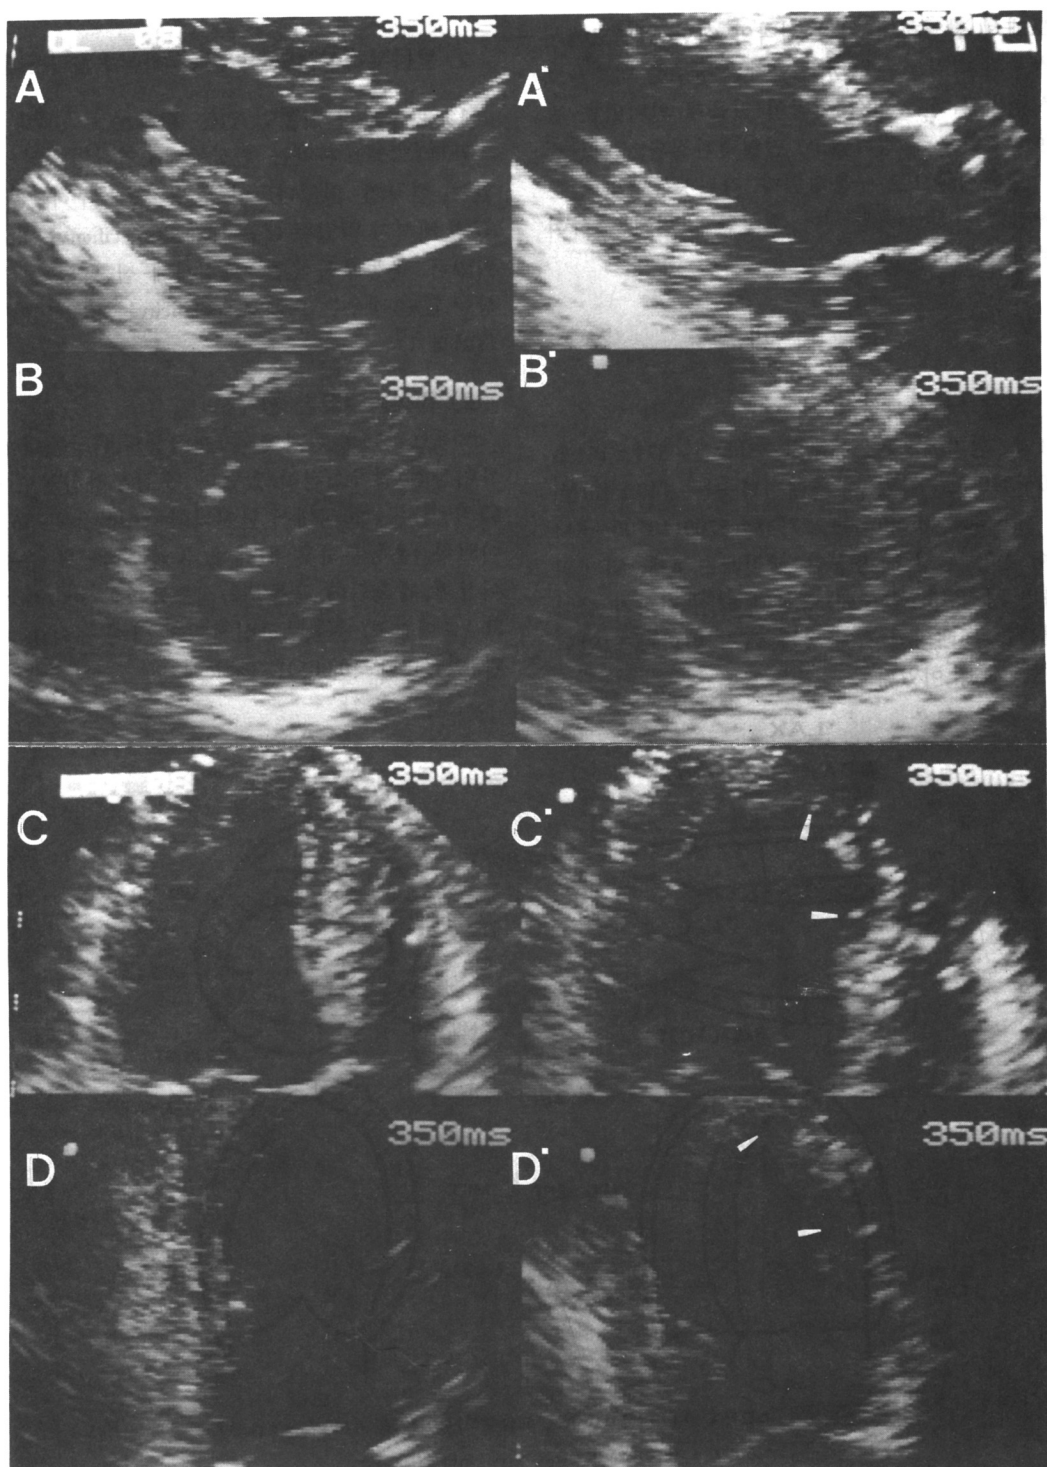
Quad screen display of rest (A-D) and corresponding postexercise (A'-D') systolic images in a patient with stenosis of the left anterior descending artery. A-A' : parasternal long axis views, B-B' : parasternal short axis views, C-C' : apical four chamber views, D-D' : apical two chamber views. Arrows indicate development of wall motion abnormality.
